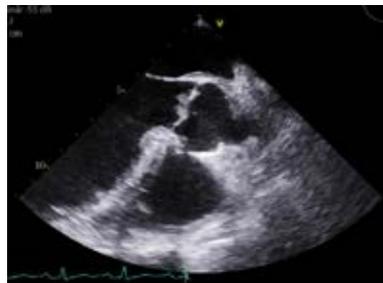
Ecocardiograma transesofágico que documenta engrosamiento de la válvula mitral y dos pequeñas vegetaciones en la punta anterior y posterior del velo de la válvula mitral.
